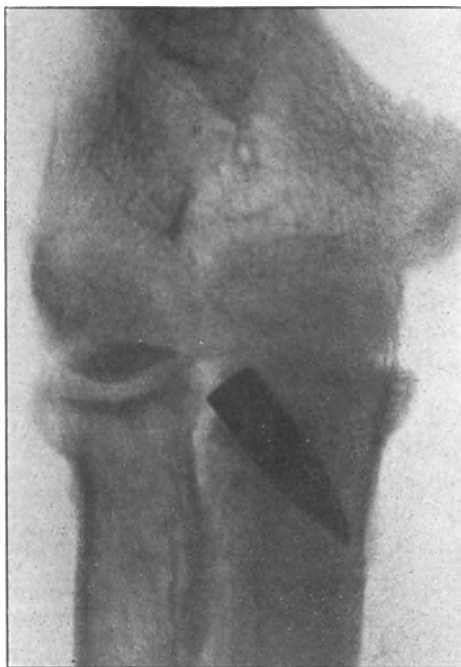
Senkrecht zu dem Bilde 71 aufgenommenes Röntgenogramm.
